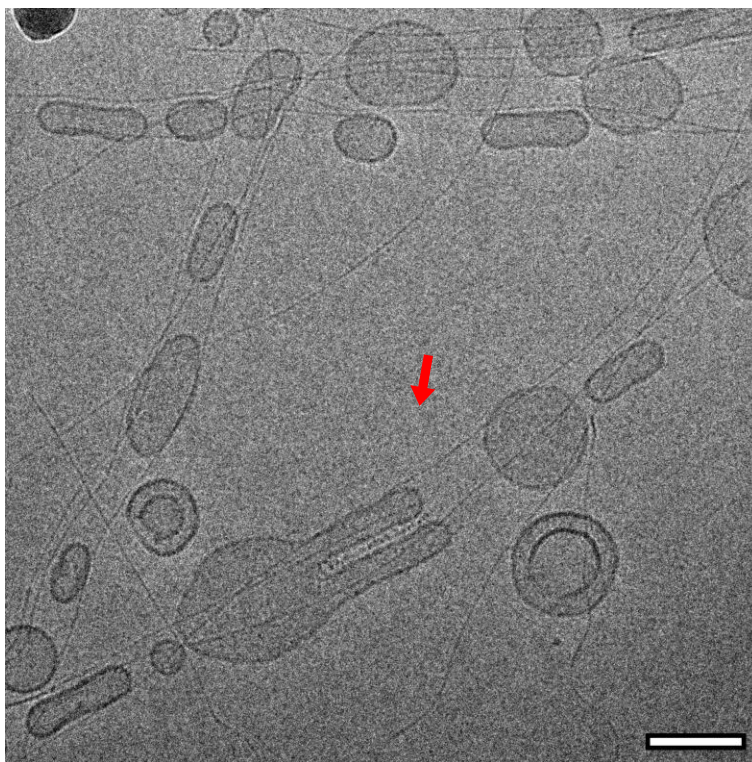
Image typique de SUVs-AP₁₀ et nanofibres de Fmoc-FFY autoassemblés observées par cryo-TEM 15 min après l'introduction du peptide précurseur Fmoc-FFpY à forte concentration (0.1 mg.mL^{-1}). La flèche rouge indique la SUV déformée en forme de « bec de canard ». Barre d'échelle = 100 nm.
